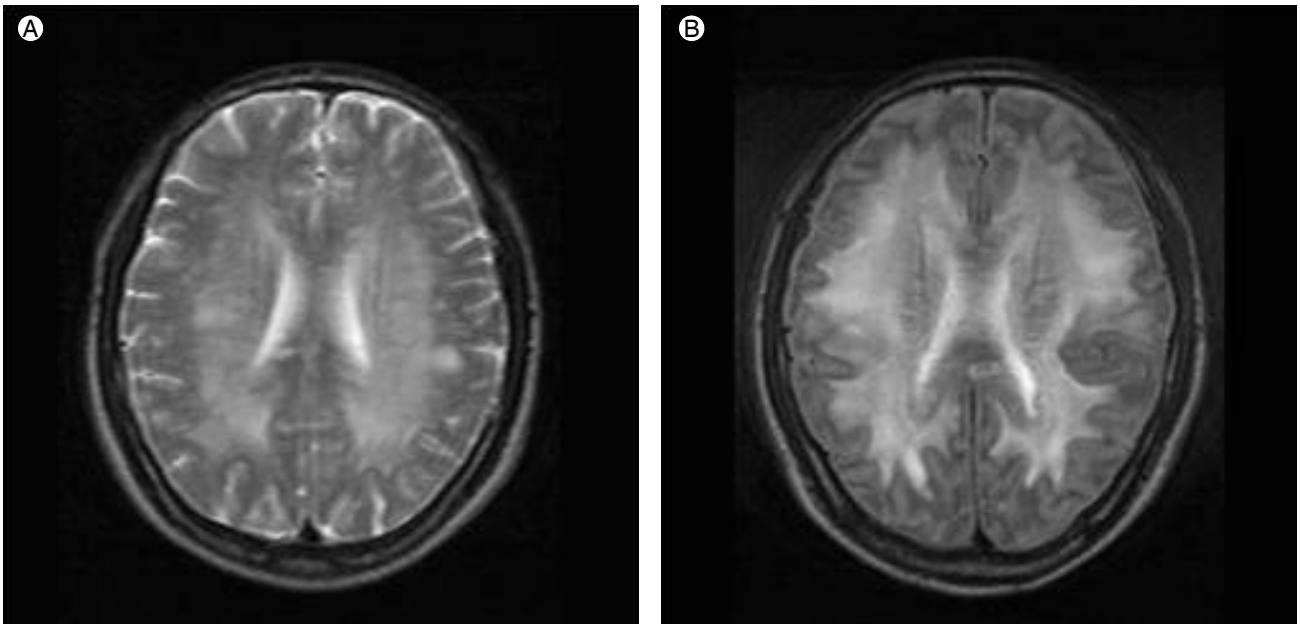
Magnetic resonance imaging (MRI) of the patient's brain. (A) MRI of the patient's brain was performed on the day of admission and showed hyperintensity in the bilateral periventricular deep white matter on T2WI. (B) MRI of the brain performed three days after admission showed advanced lesions in the deep white matter of the bilateral cerebral hemispheres as well as the subcortical white matter.
